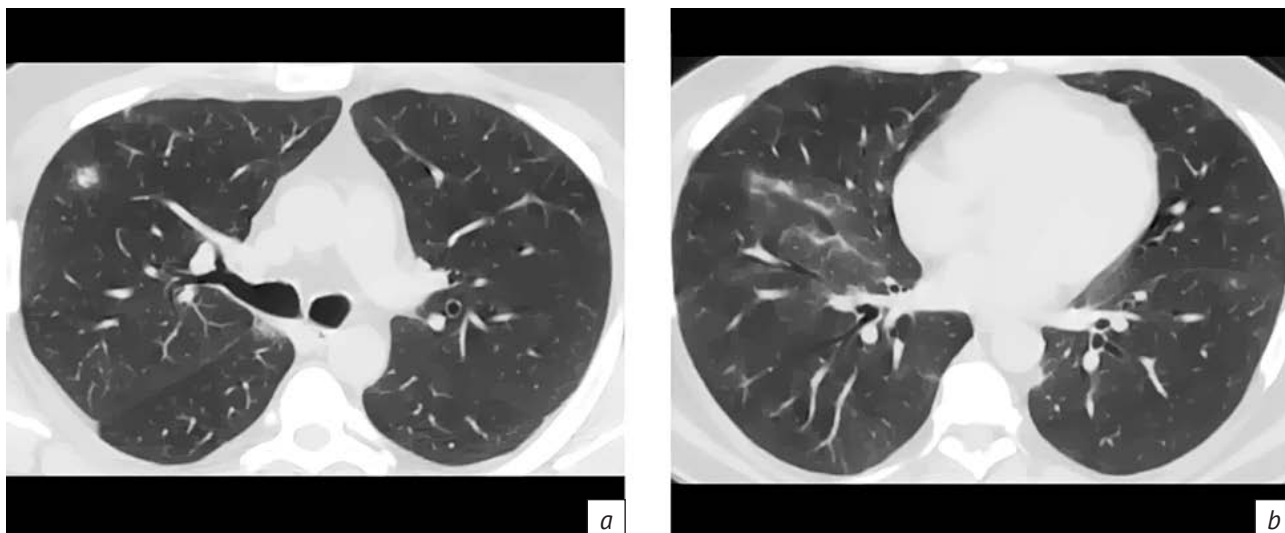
КТ ОГК пациента после проведенного лечения от 01.05.20 г.:
